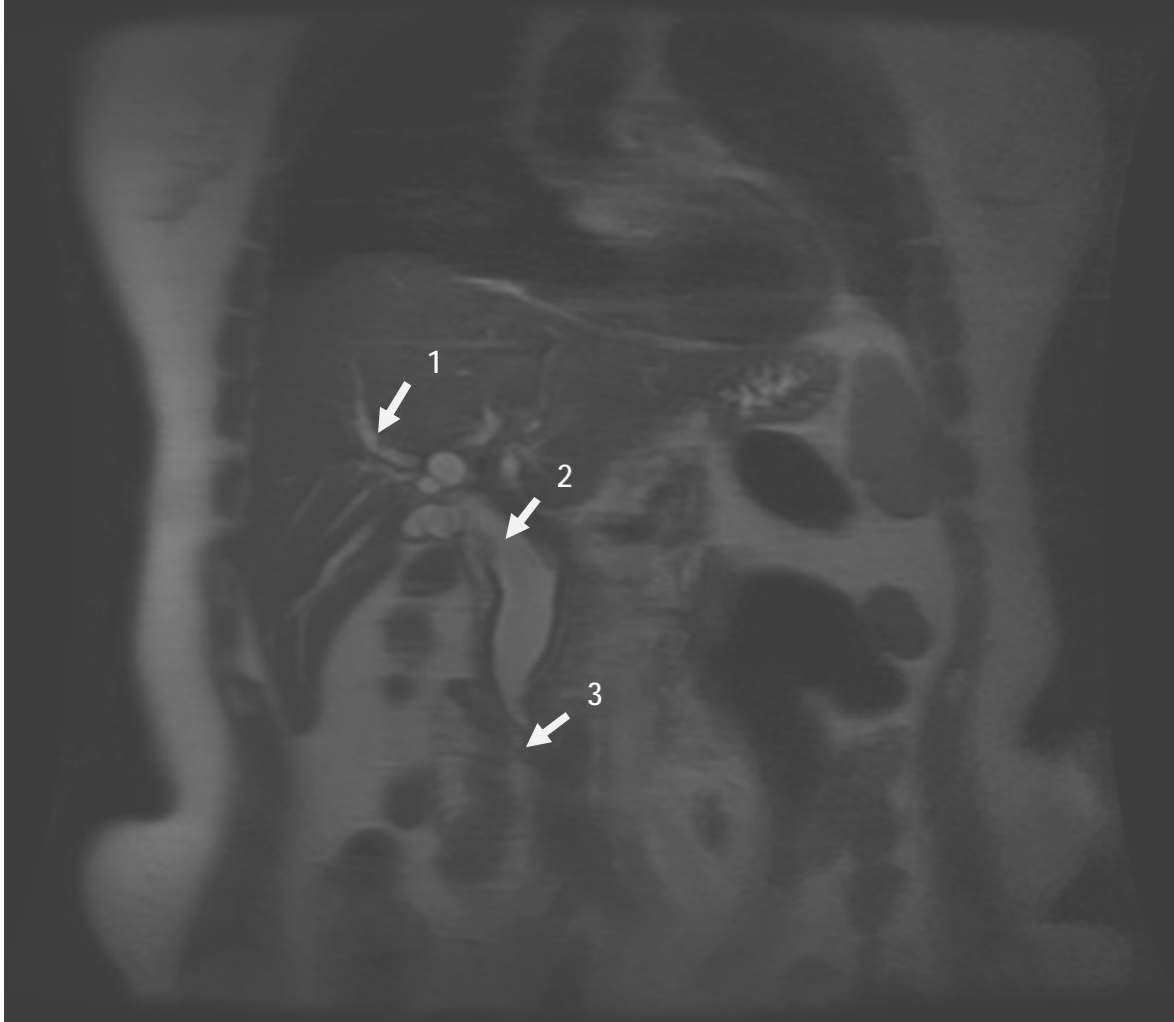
Cliché d'IRM réalisé en séquence T2, coupe coronale montrant un aspect évocateur d'ampullome vaterien :
